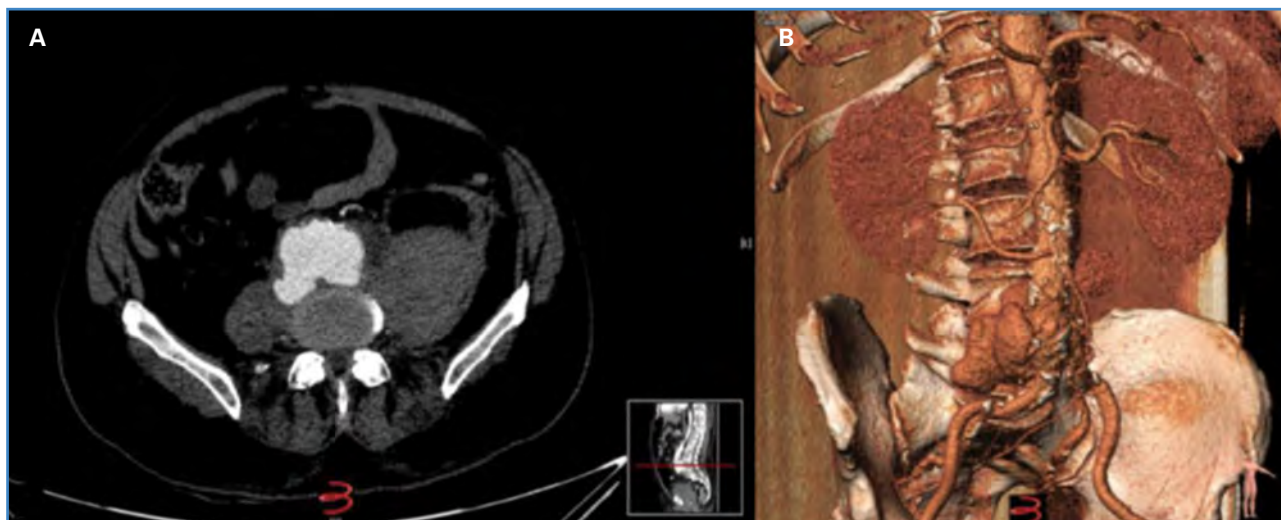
Angio TC que muestra rotura de aneurisma infrarenal con sangrado retroperitoneal prevertebral derecho e intramuscular activo en el psoas izquierdo.
